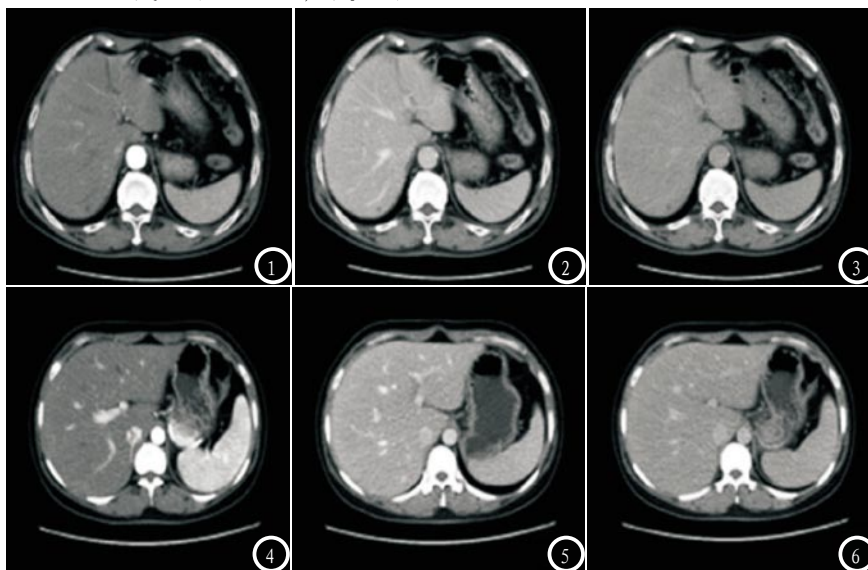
同一患者的肝脏CT增强扫描图像,男,63岁,NI=11,图1、图2、图3分别示动脉期、静脉期、延迟期图像,图像质量评分分别为4分、5分、5分;图4-6 为同一患者的肝脏CT增强扫描图像,女,59岁,NI=15。图4、图5、图6 分别示动脉期、静脉期、延迟期图像,图像质量评分分别为4分、4分、5分。
